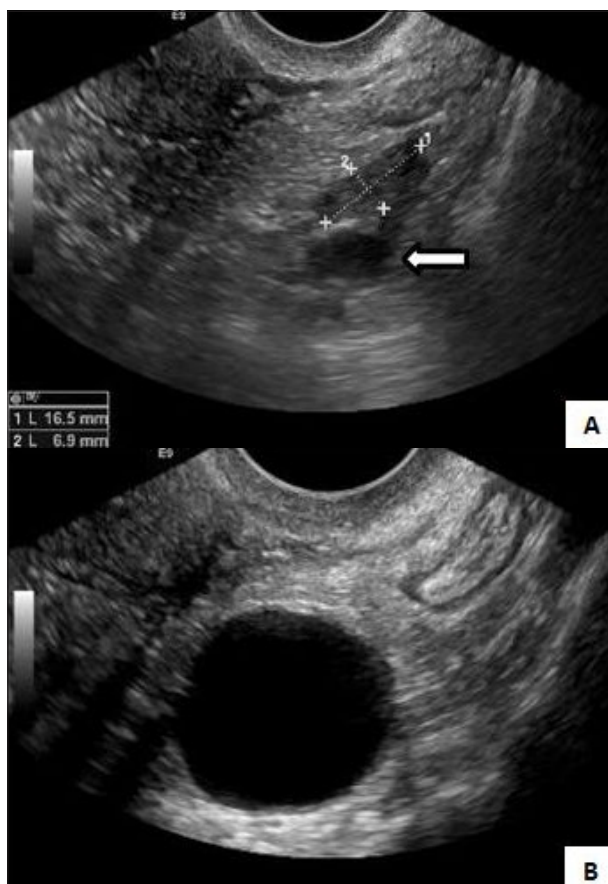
A e B – Mulher de 62 anos, menopausa aos 54 anos. Ecografia por via transvaginal. A. Identifica-se o ovário esquerdo, de morfologia e ecoestrutura habituais para a menopausa. Adjacente ao ovário visualiza-se apenas parcialmente uma formação quística (seta). B. Confirma-se a presença de um quisto simples, para-ovário.
